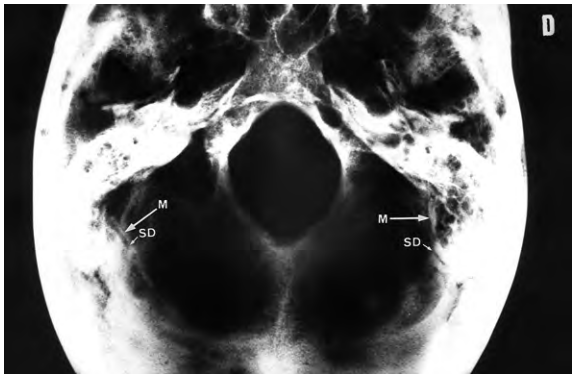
Radiografia del cas de Sant Vicenç d'Àger. M) Mastoides. SD) Si sigmoïdal. En el costat dret s'observa una imatge cavitària amb reacció osteogènica similar a la del cas de la Olmeda.
